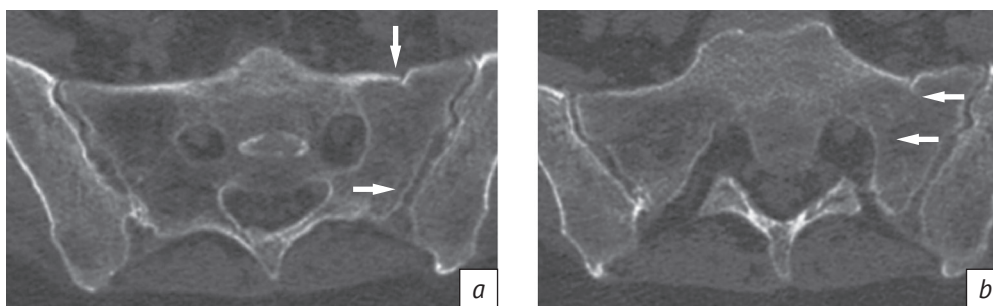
Мультиспиральная КТ крестца у пациента с реконвалесцентом COVID-19, аксиальные изображения (а, б). В левой боковой массе крестца визуализируется линия перелома
